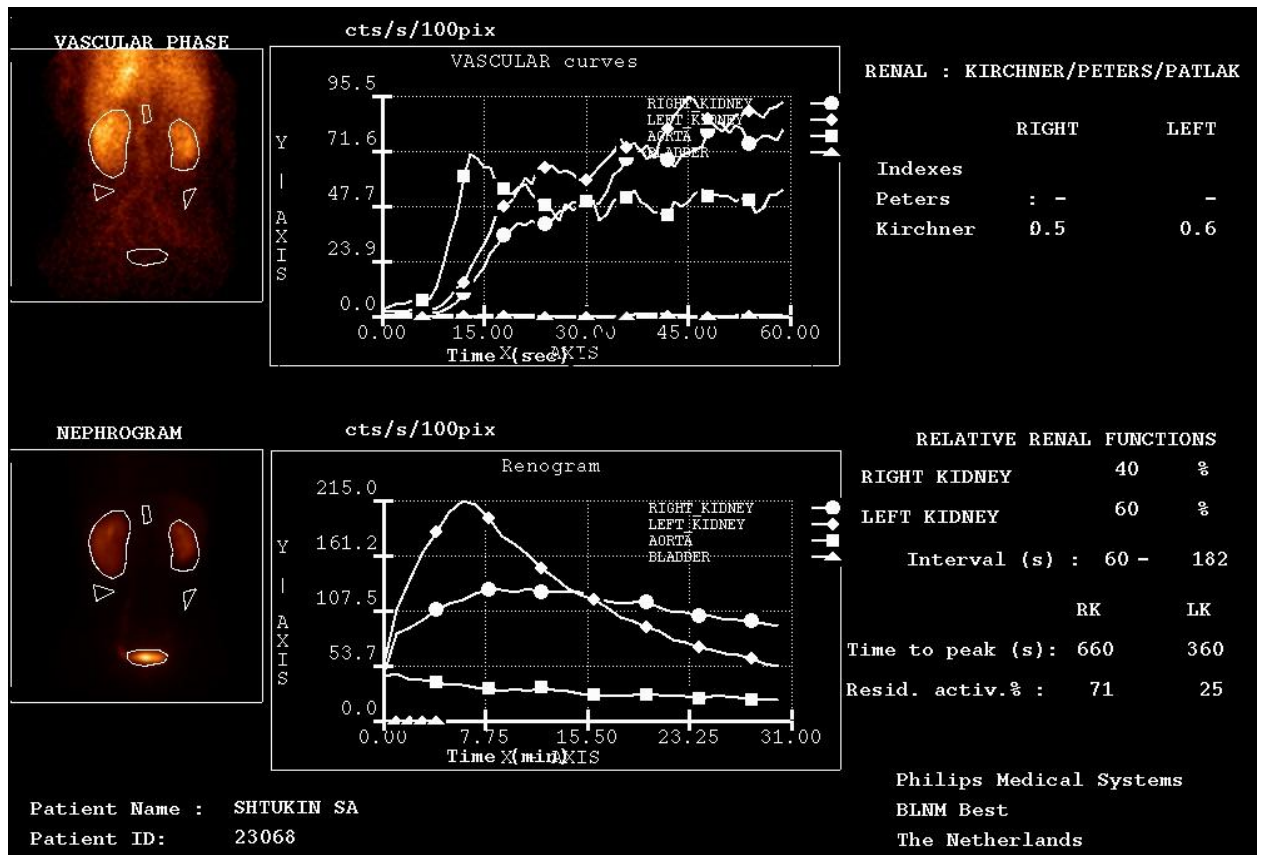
Нефросцинтиграфия пациента С., 36 лет с нефроптозом справа II степени, с длительностью заболевания около 8 лет (выраженные нарушения секреторной и экскреторной функции правой почки, а также признаки нефросклероза – уменьшение размеров правой почки, неравномерное накопление радиофармпрепарата)
